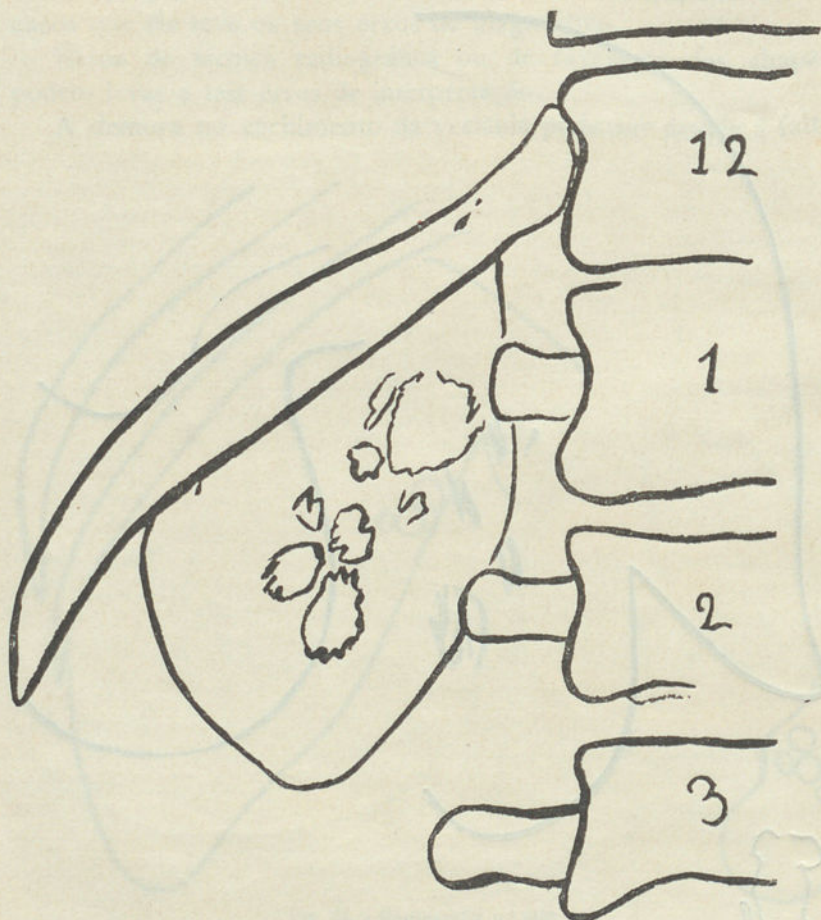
Radiografia n.º 3932.
